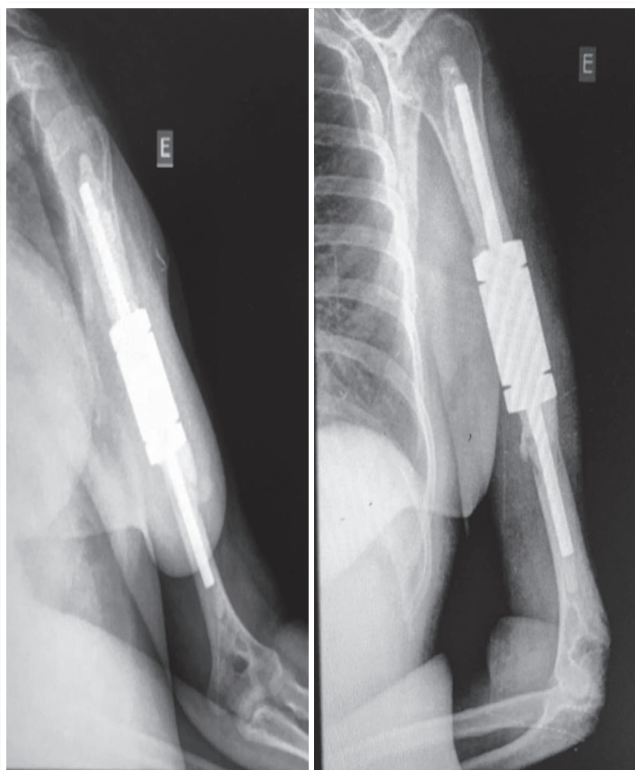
Radiografia AP (esquerda) e Perfil (direita) do pós-operatório imediato
